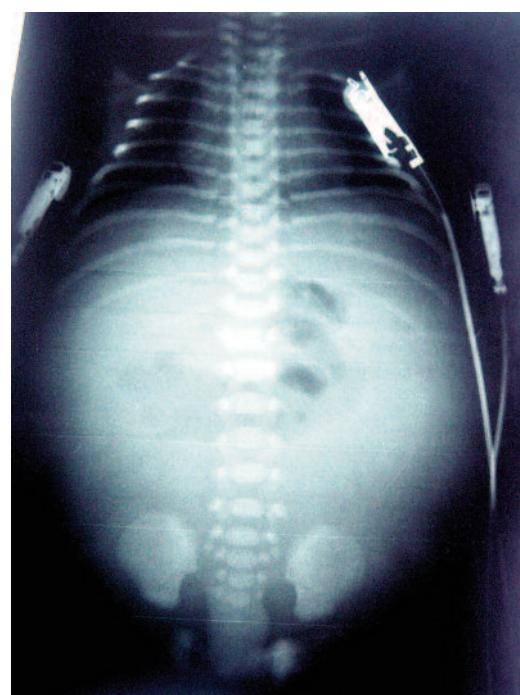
Radiografía toracoabdominal: opacidad en la región abdominal secundaria a la ascitis. No hay patología pleuropulmonar.
